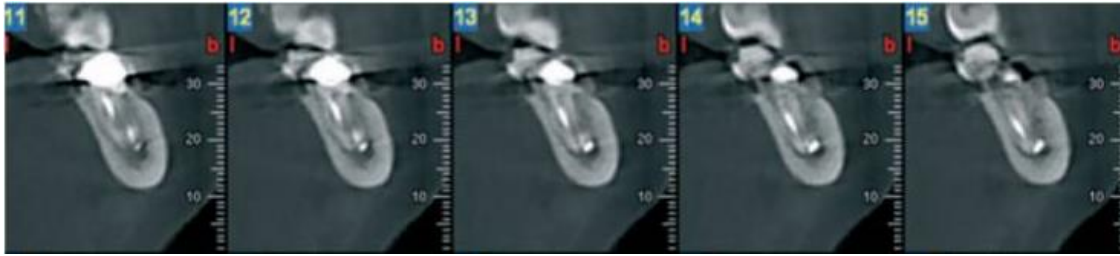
¹³ Cortes coronales del segmento de diente 37, el cual revela la extrusión del material y el contacto con el canal mandibular (Tomada de: Gambarini. G, et al, Differential diagnosis of endodontic-related inferior alveolar nerve paraesthesia with cone beam computed tomography: a case report).
